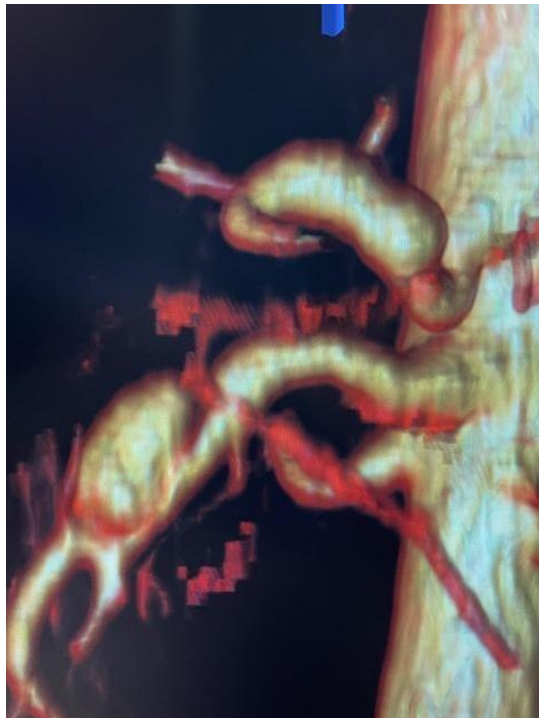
Valoración de la estenosis tronco celiaco. Reconstrucción tridimensional del Angio TAC
